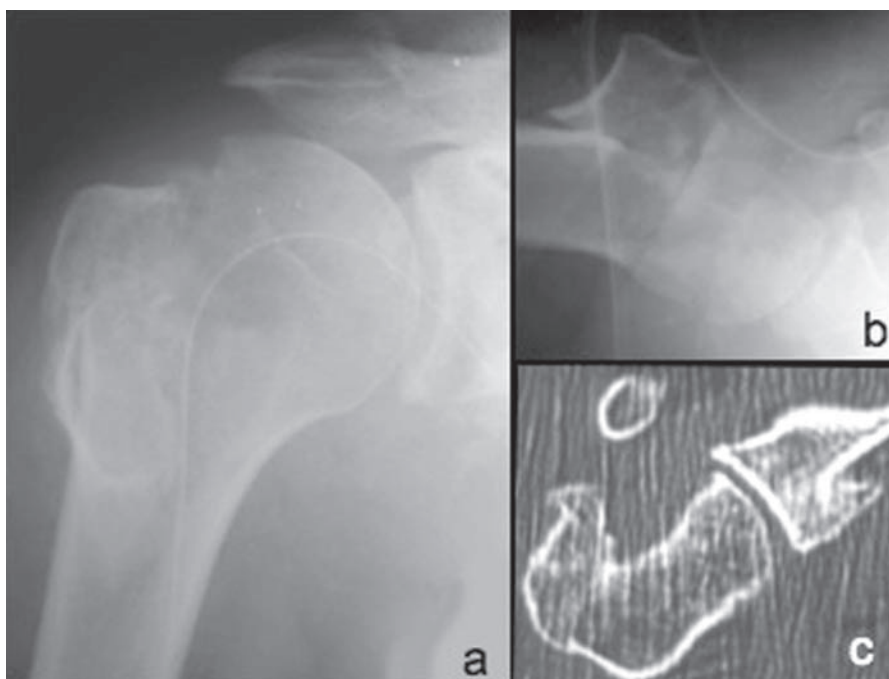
Técnica de McLaughlin, ombro direito: RX pós-operatórios em a) AP corrigido, b) perfil axilar e c) tomografia axial computadorizada mostrando o ombro reduzido e a extensão da lesão ântero-medial.
